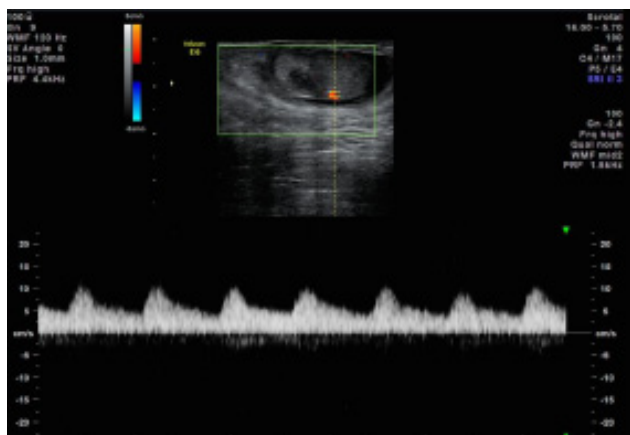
Imagem de Doppler espectral escrotal, com sonda linear de 11MHz, que demonstra a normal vascularização de baixa resistência do testículo direito.
